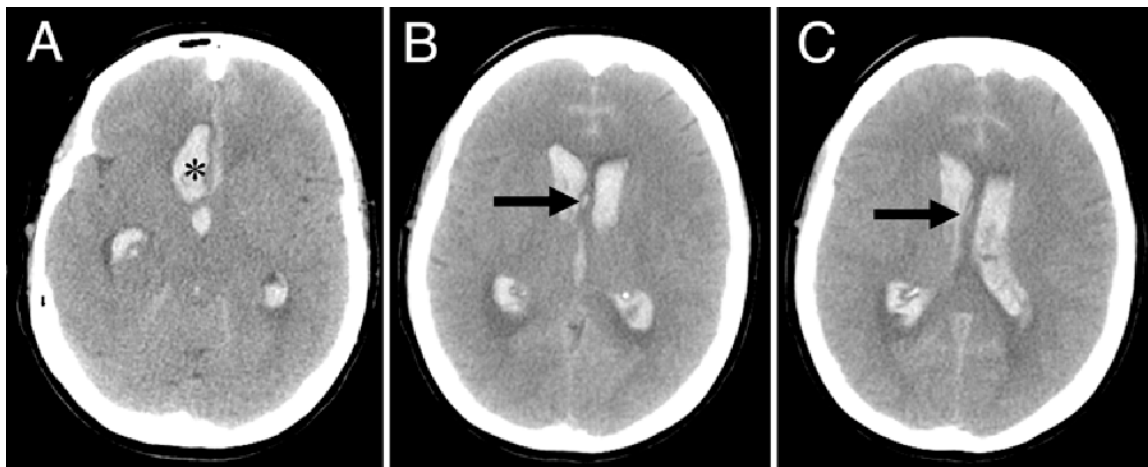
TDM cérébrale sans injection de PDC en coupes axiales montrant une hémorragie sous-arachnoïdienne associée à un hématome intracérébral frontal (A, astérisque) et une HIV (B et C, flèche).
